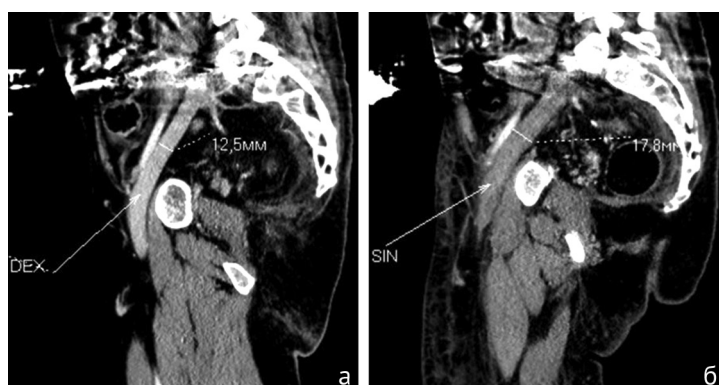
Срезы компьютерных томограмм с контрастированием, отображающие: а — диаметр подвздошной вены справа; б — диаметр подвздошной вены слева
